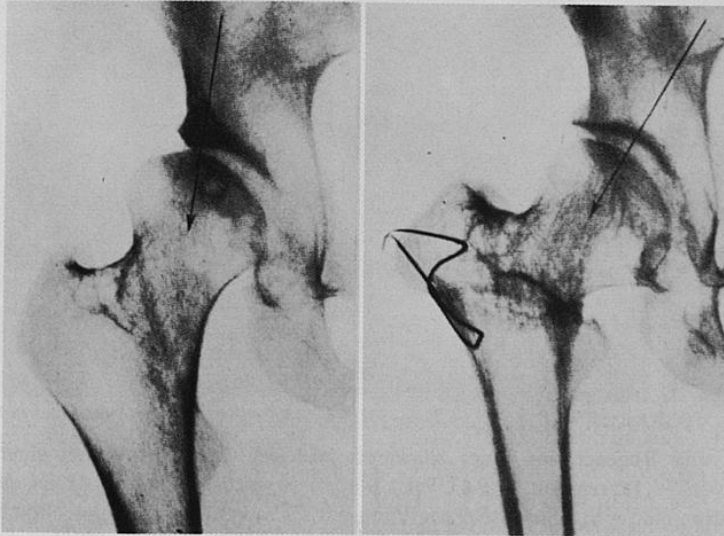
Varisierende Adduktionsosteotomie (PAUWELS I). Vergrößerung der Tragfläche des Gelenkes durch Einwärtsdrehen des Schenkelkopfes in der Pfanne. Rechtes Röntgenbild zwei Jahre nach der Operation. Vgl. Text.
